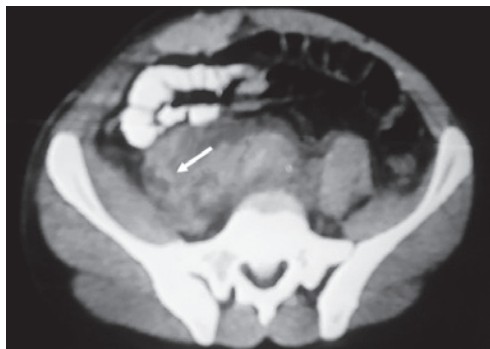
Paciente con tratamiento con heparina, en la tomografía axial computarizada de abdomen se observa una imagen hiperdensa a nivel del músculo psoas derecho en relación con hematoma a este nivel (flecha).
